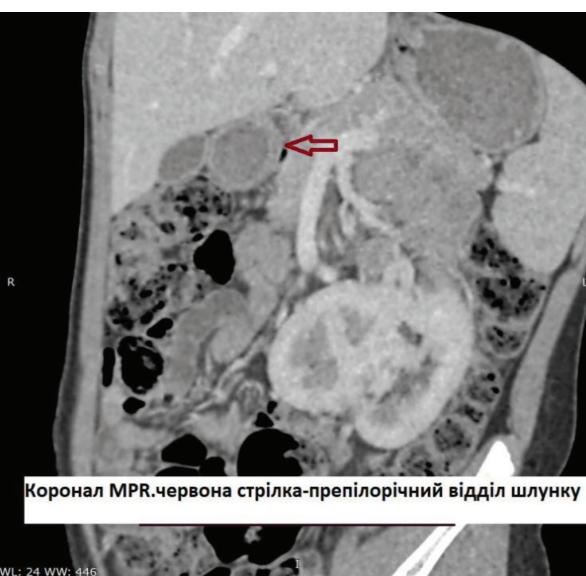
Дівчинка В. 5 років. Мультипланарні реконструкції КТ в аксіальній, сагітальній і коронарній проекціях. Пізня артеріальна фаза
